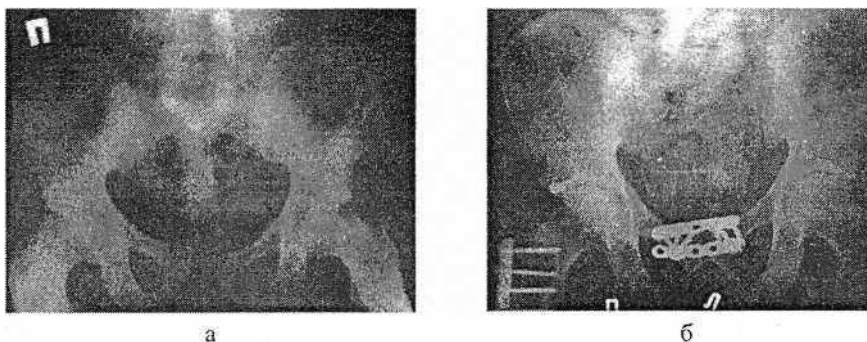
Рентгенограммы таза: разрыв лонного сочленения (а), фиксация двумя пластинами (б)
